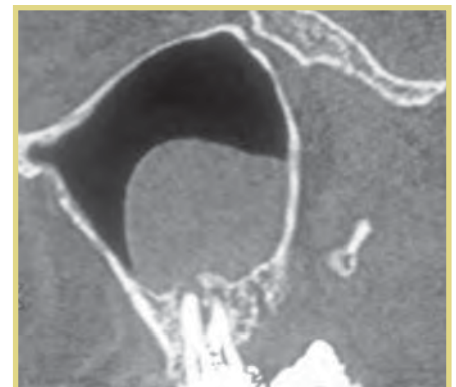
КТ-картина кистозного новообразования верхнечелюстной пазухи. В плане операции – удаление причинного зуба и кистозного образования, радикальная гайморотомия не нужна
